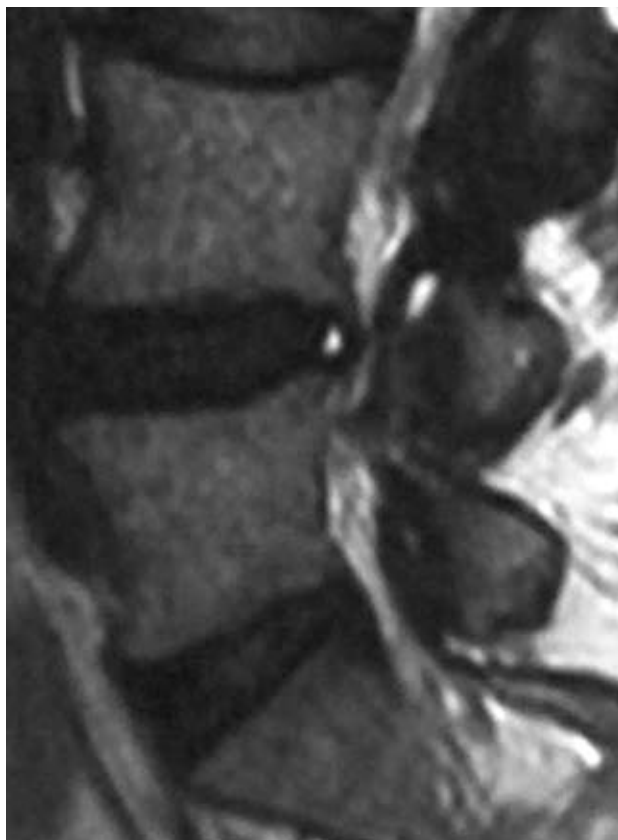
RM lumbar en que aparece un área de alta intensidad en la región posterior del *annulus*.
